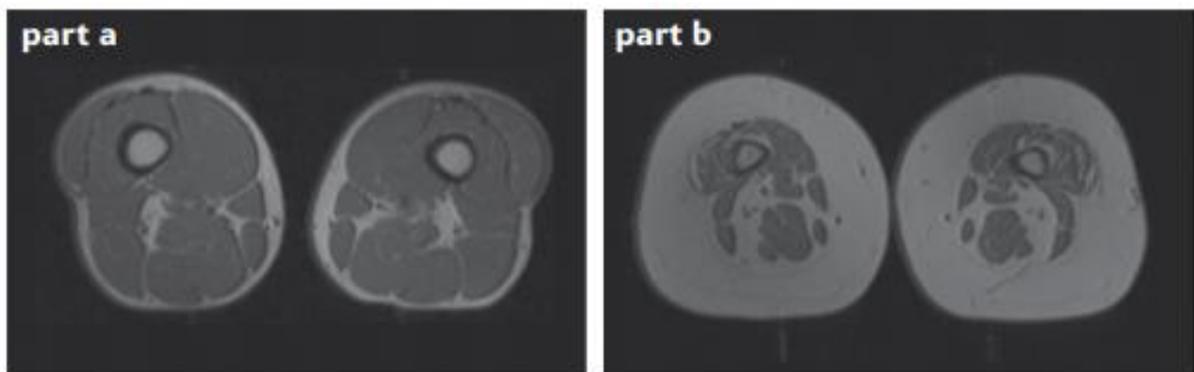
Ressonância magnética de indivíduos com e sem obesidade. MRI transversal da área do quadríceps de um indivíduo sem obesidade com características musculares normais (part a) e um indivíduo com obesidade com pequenos músculos e infiltração por tecido adiposo (part b). Mais tecido muscular é visível na *parte a* do que na *parte b*, e os sinais de maior intensidade vistos em parte b indicam infiltração de gordura do músculo. Imagens cortesia de EdwardWeiss, St Louis University School of Medicine, St Louis, MO, EUA. Adaptado de Batsis e Villareal, 2018.
